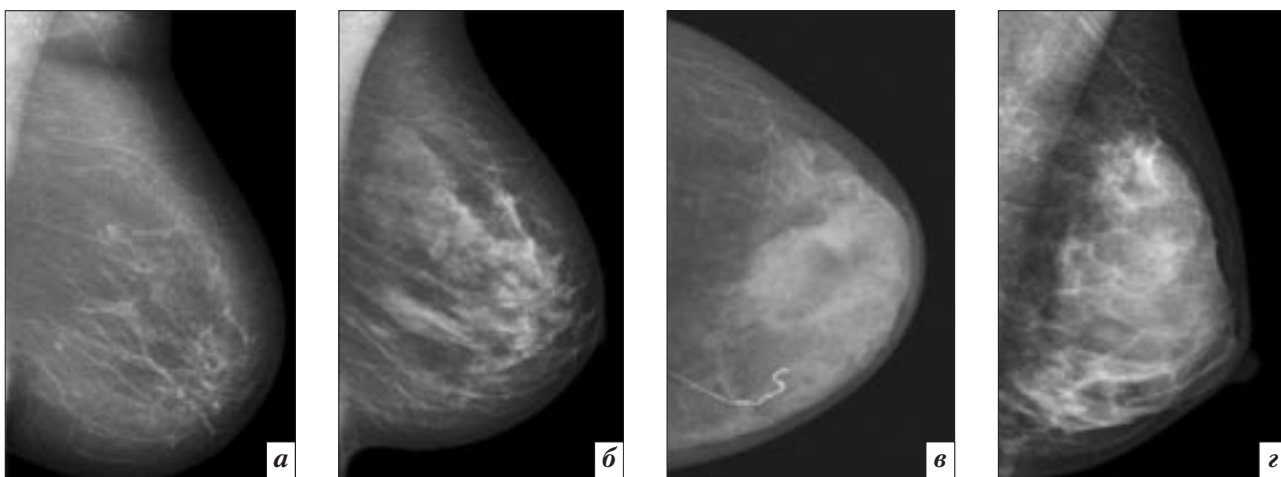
Типы рентгенологической плотности тканей МЖ: а – инволютивный I/A; б – смешанный II/B; в – гетерогенный III/C; г – высокой плотности IV/D
